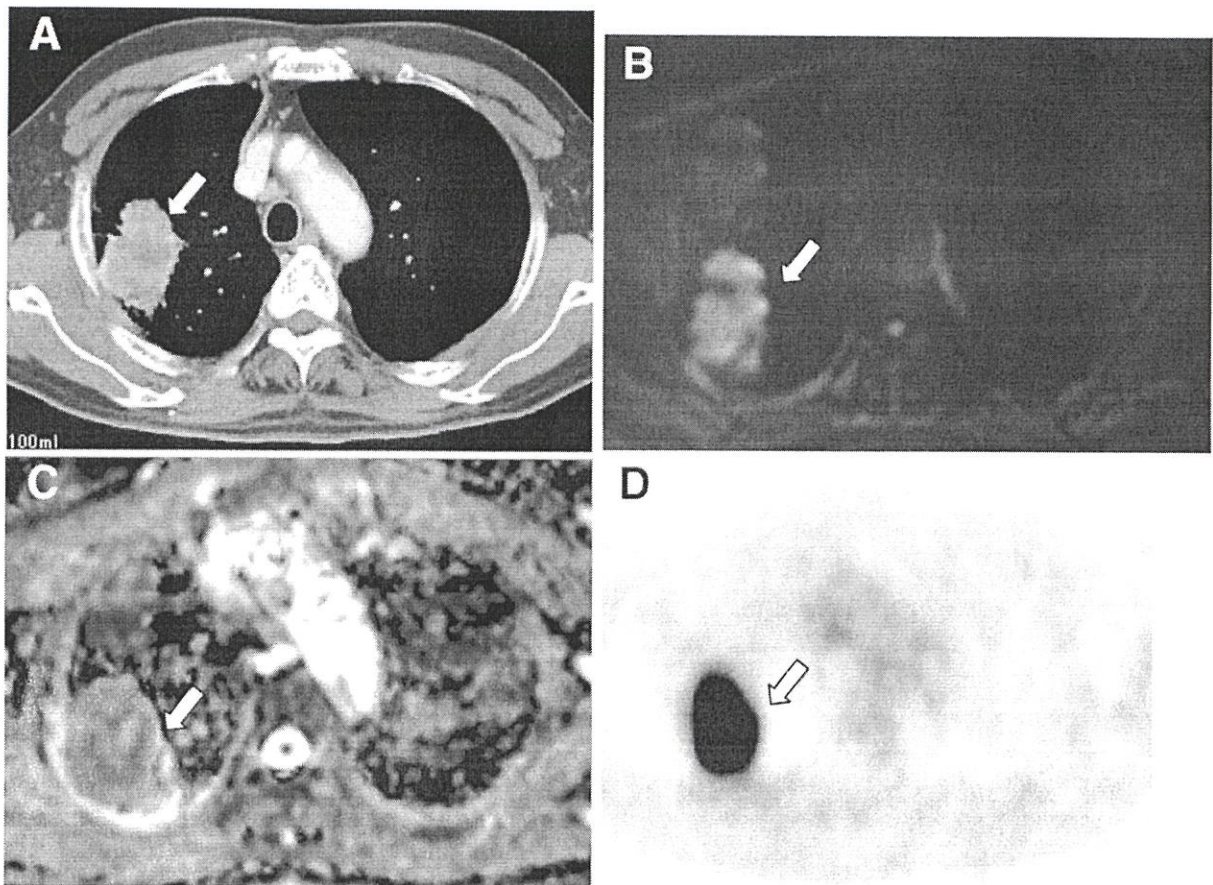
Рак легкого. А – нативная КТ легких, в верхней доле правого легкого определяется негомогенный участок уплотнения паренхимы неправильной формы, В – МРТ легких, DWI, в верхней доле правого легкого определяется гиперинтенсивный участок. С – МРТ легких, ADC, в верхней доле правого легкого определяется округлый гипоинтенсивный участок, в сравнении с сигналом от скелетных мышц. D – ПЭТ-КТ, в верхней доле правого легкого определяется накопление 18F-FDG
